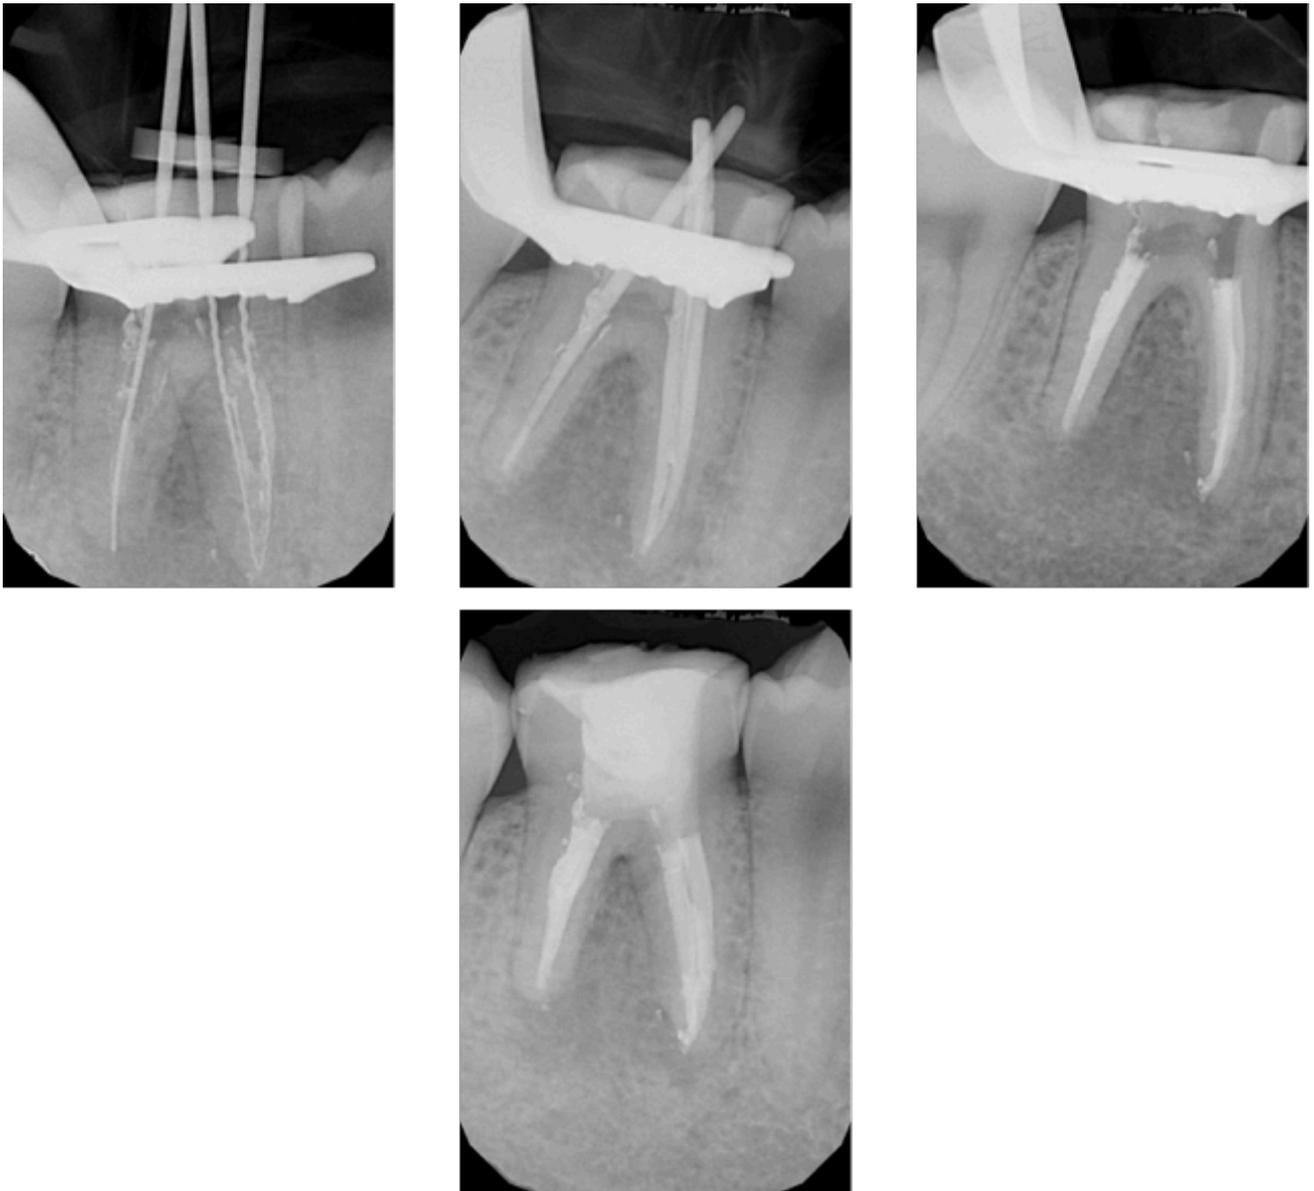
Radiografías periapicales cita 2: 1) Conductometría, 2) Conometría, 3) Obturación de los conductos, 4) Obturación final.
